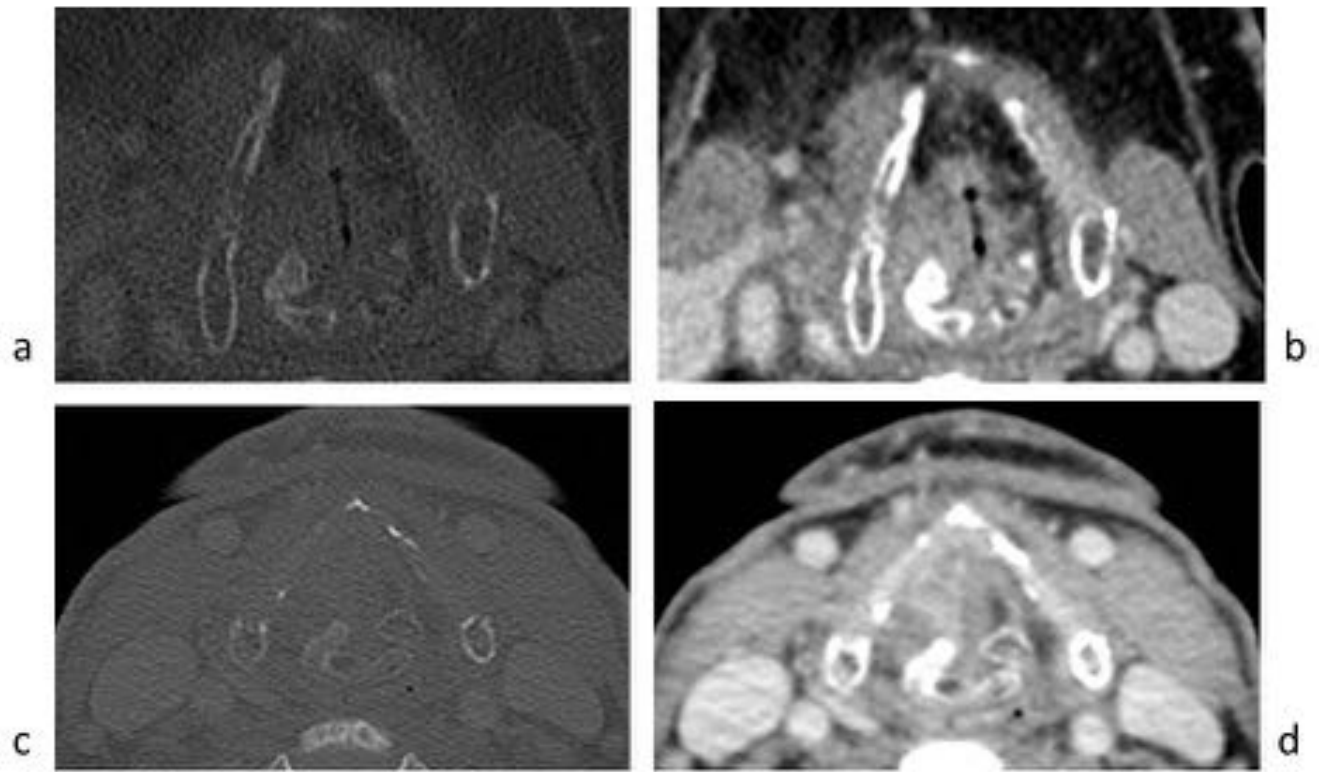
Diferentes formas de osificación del cartílago tiroides (a y b) en TC.
